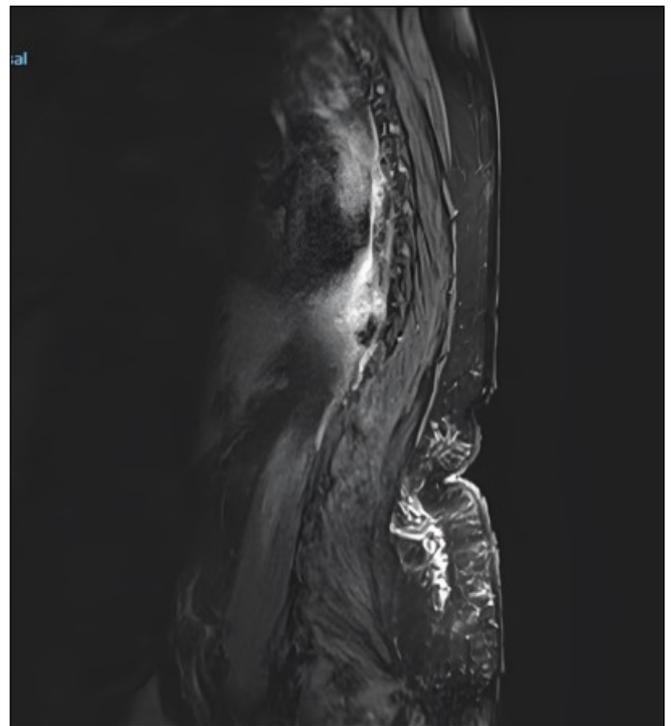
RM dorsal con contraste, corte sagital: espondilitis D12-L1 con cambios infeccioso-inflamatorios perivertebrales y absceso en psoas izquierdo.
